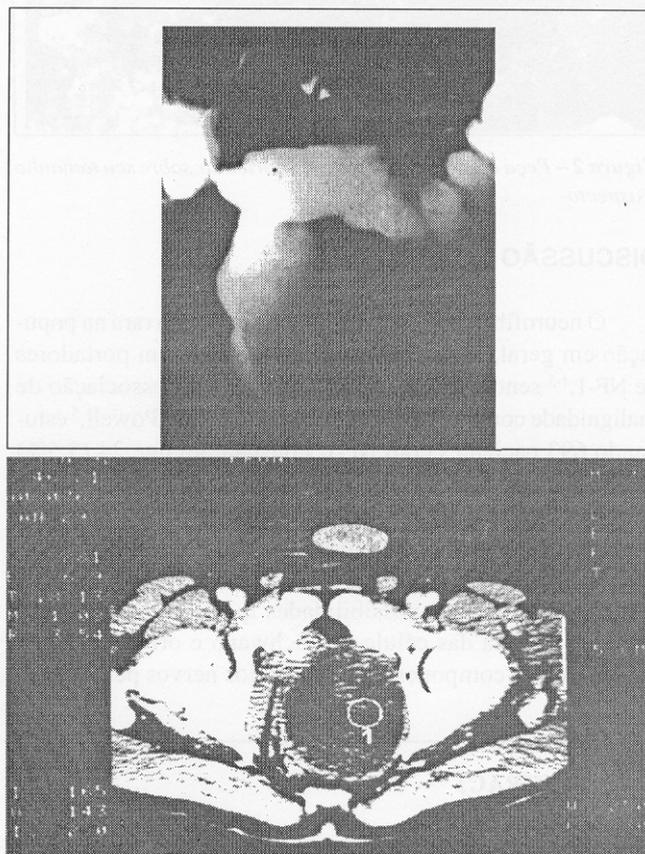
Enema opaco mostrando o reto deslocado para a direita; B – TC mostrando extensa massa pélvica comprimindo o reto, posteriormente
